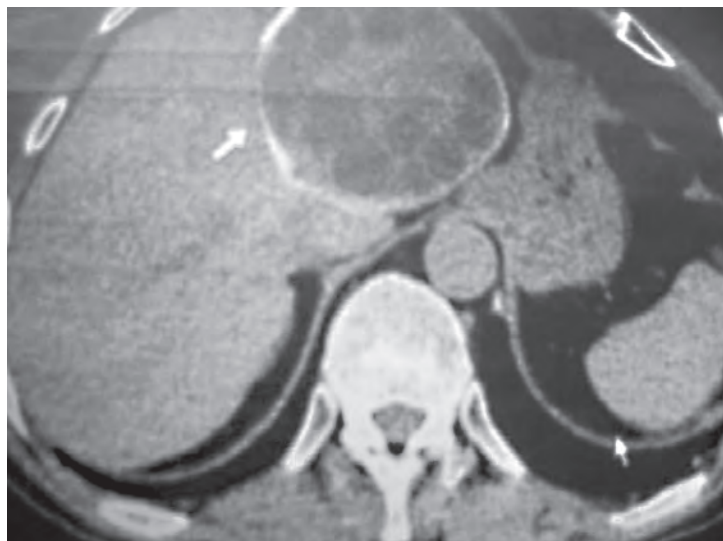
Магнитно-резонансная томография эхинококковой кисты печени с дочерними кистами
